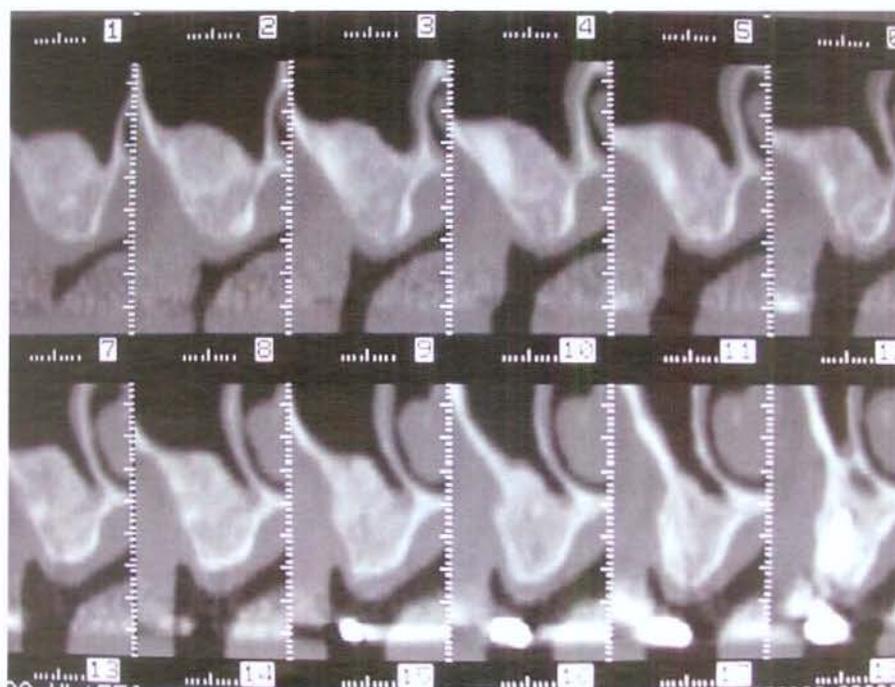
Tomografia computadorizada da maxila, após sete meses de pós-operatório. Observar altura óssea restabelecida.
